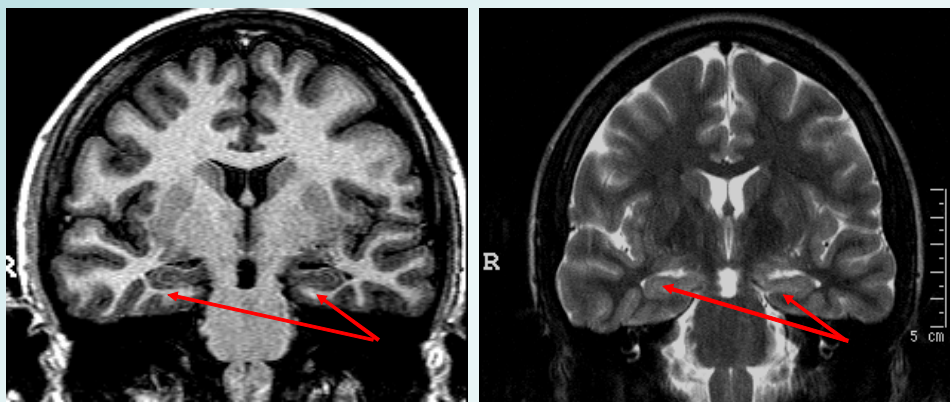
RM normal da paciente nº 5 com cortes coronais com seqüências pesadas T_1 e T_2 , regiões hipocâmpais sem anormalidades (setas)
